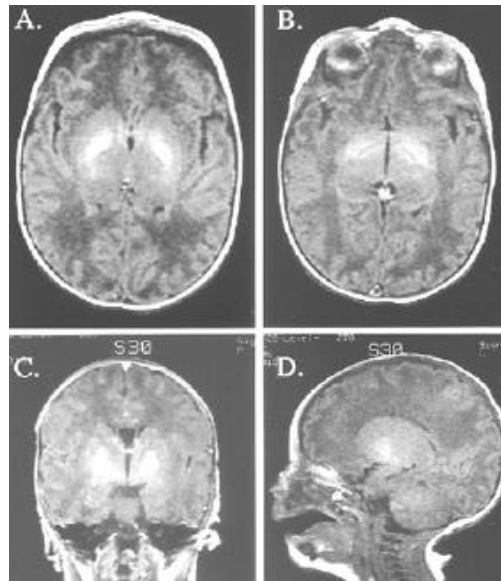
IRM cérébrale d'un nouveau-né à terme à 6 jours de vie avec une BT à 360mg/L.
